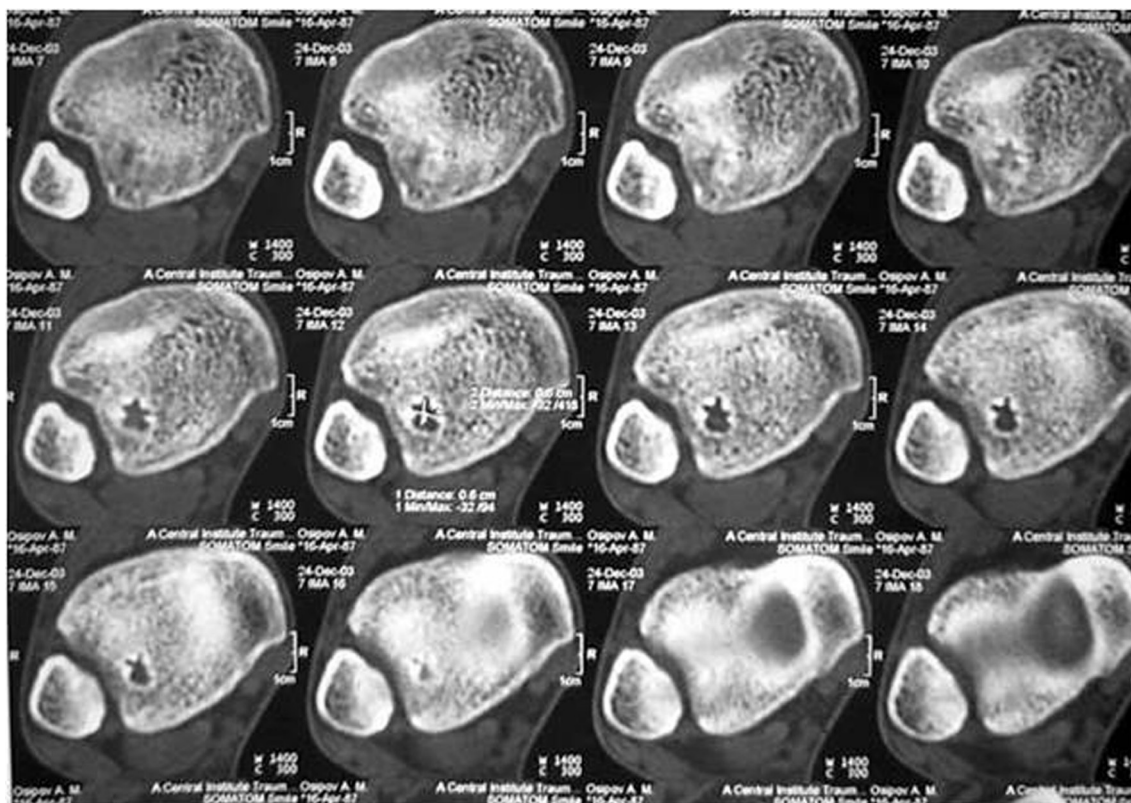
КТ пациента с абсцессом Броди дистального эпифиза правой большеберцовой кости
